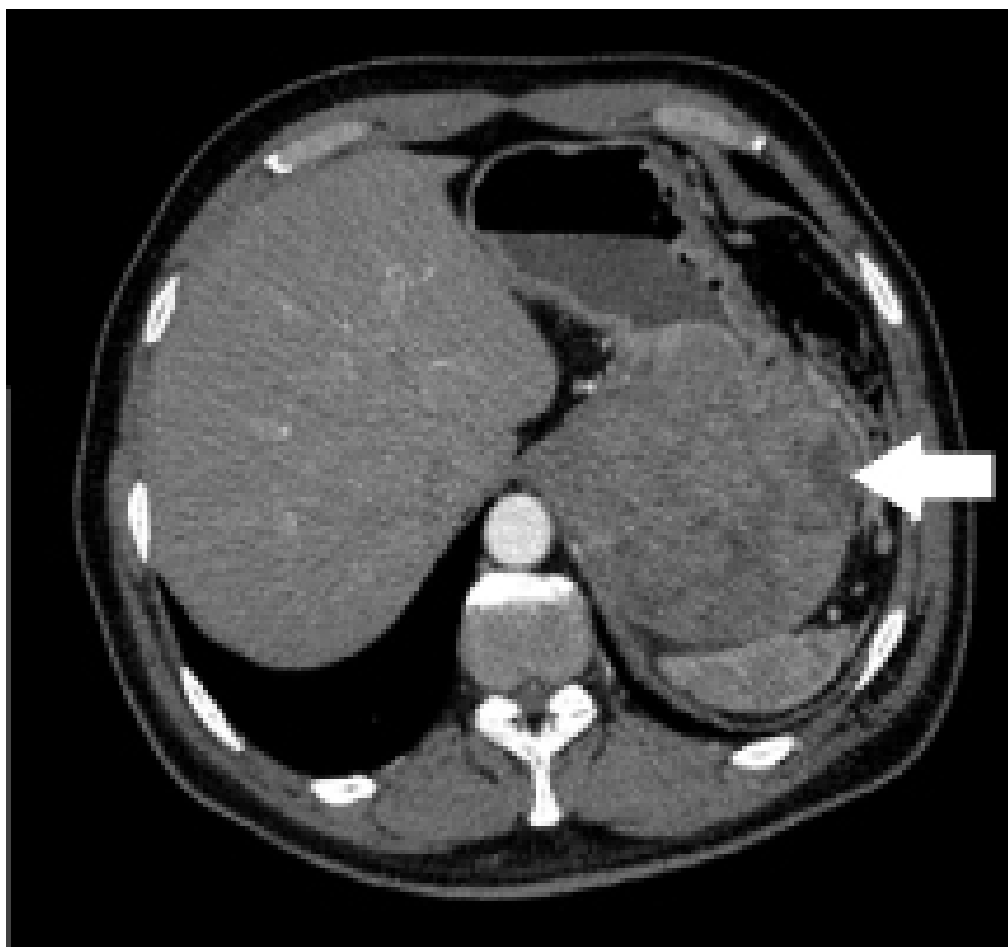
TC de abdome, contrastada em fase arterial, corte axial, observa-se lesão expansiva em corpo gástrico (seta branca), heterogênea, com extensão extraluminal, compatível com GIST.
